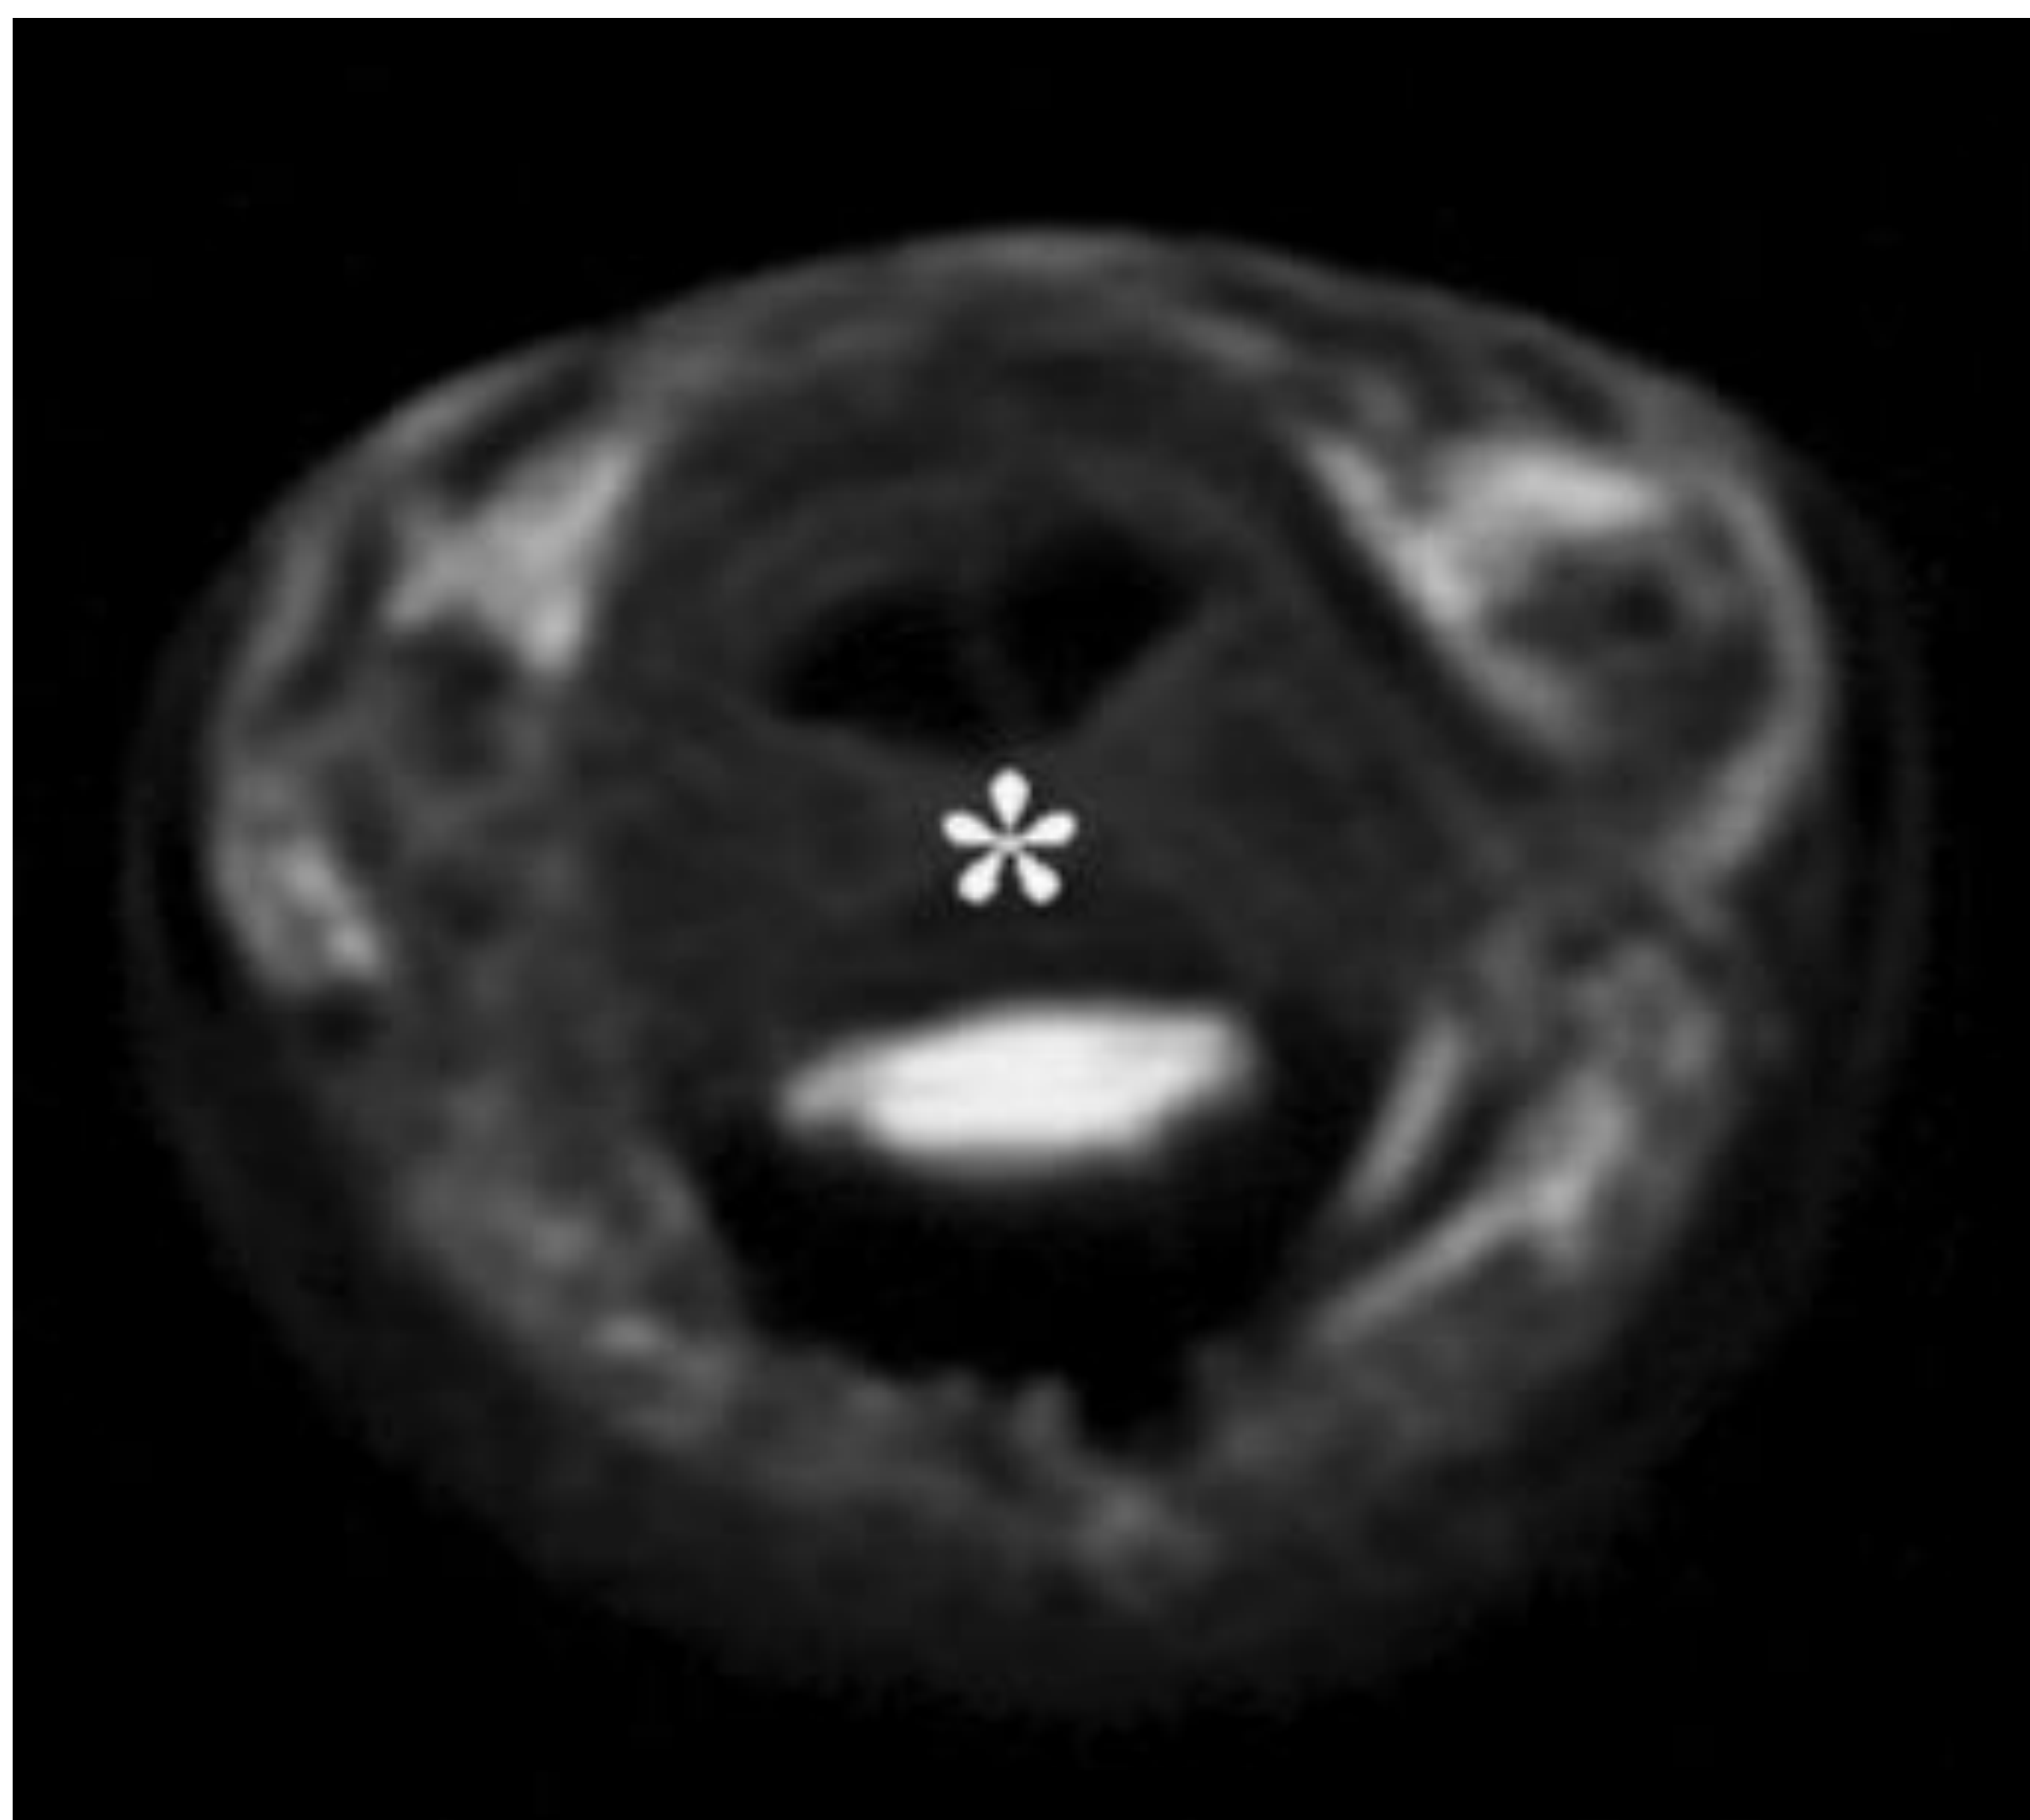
Desgarro agudo completo de polea A3 y A4. La resonancia magnética SE longitudinal y (B) transversal ponderada en T1 muestra desplazamiento (asterisco) del flexor profundo de los dedos (punta de flecha) sobre la cabeza de la falange proximal y la mitad proximal de la falange media que refleja la interrupción de las poleas A2 y A3. Observe la posición normal (flecha) de los tendones flexores en relación con el hueso al nivel de la polea A2.
